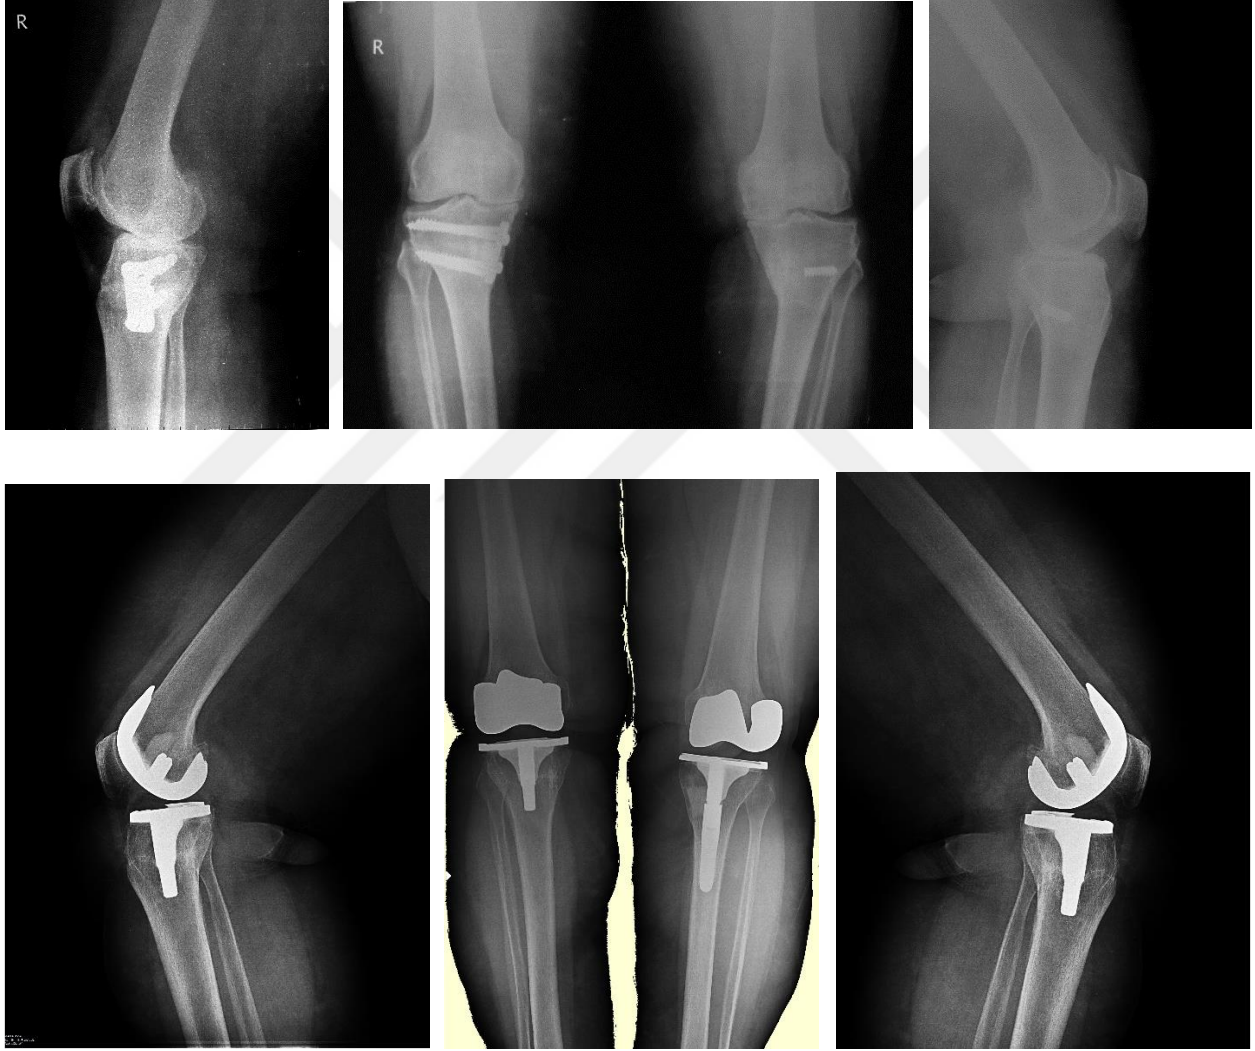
Olgu örneği -1, preoperatif ve postoperatif röntgenler
